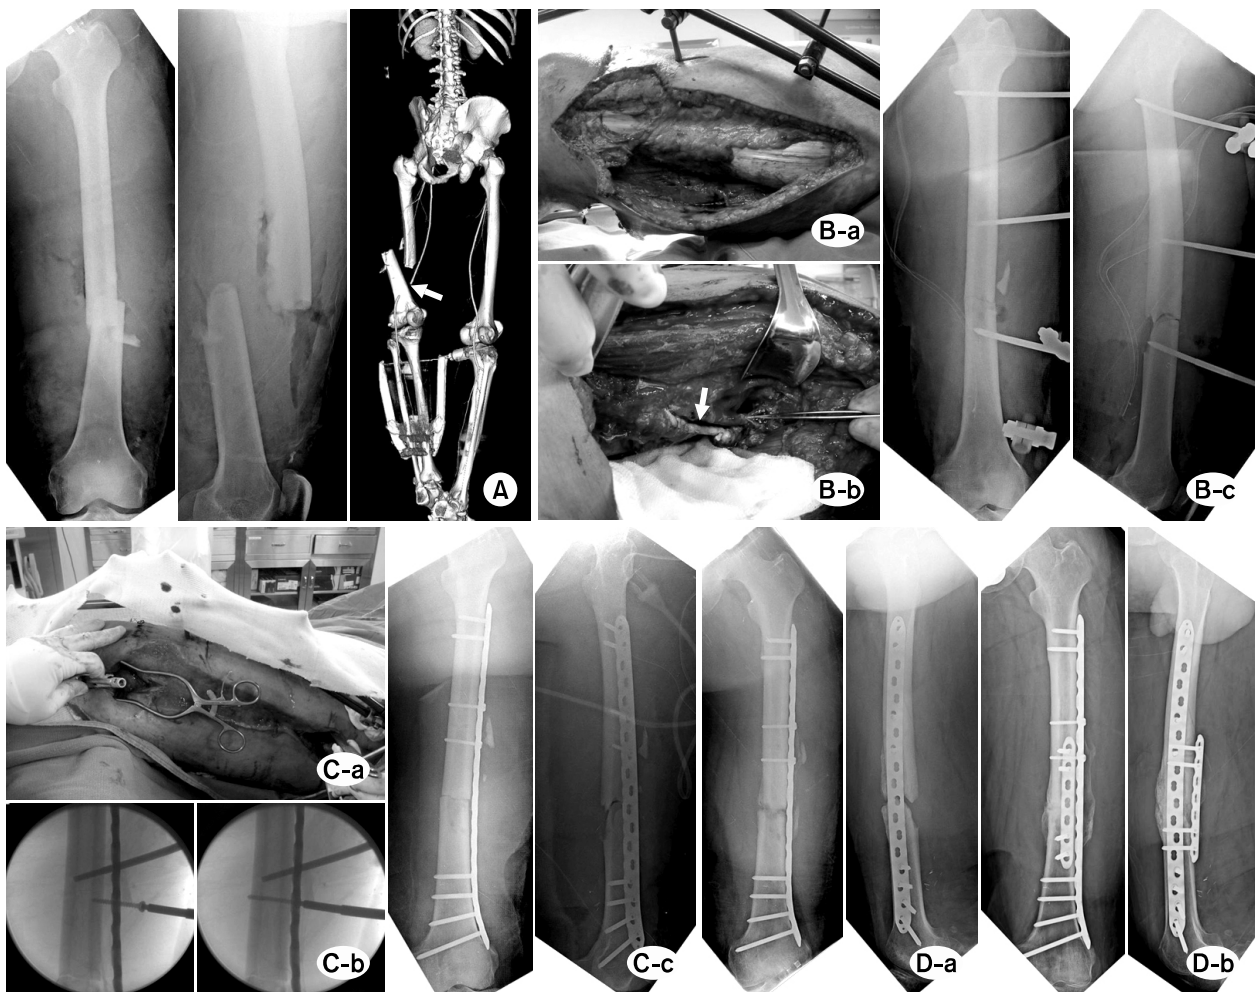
(A) A case of 20 years old male. Plain radiographs shows B3 femoral mid-diaphyseal fracture. Intramedullary nailing was contraindicated because of narrow medullary canal.
